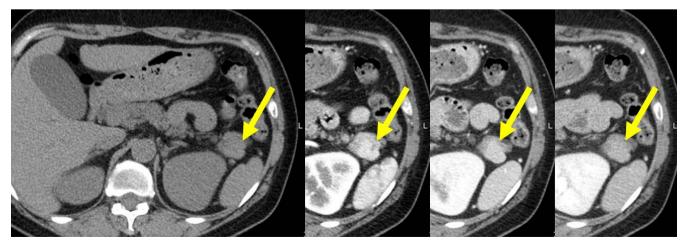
Intrapancreatic accessory spleen이 발견된 50세 여자 환자의 증례로 pancreas tail 부위에 병변이 있는데 역동적 조영 증강 CT의 모든 시기에서 바로 옆에 위치한 spleen과 동일한 조영 증강 양상을 보인다(화살표).
